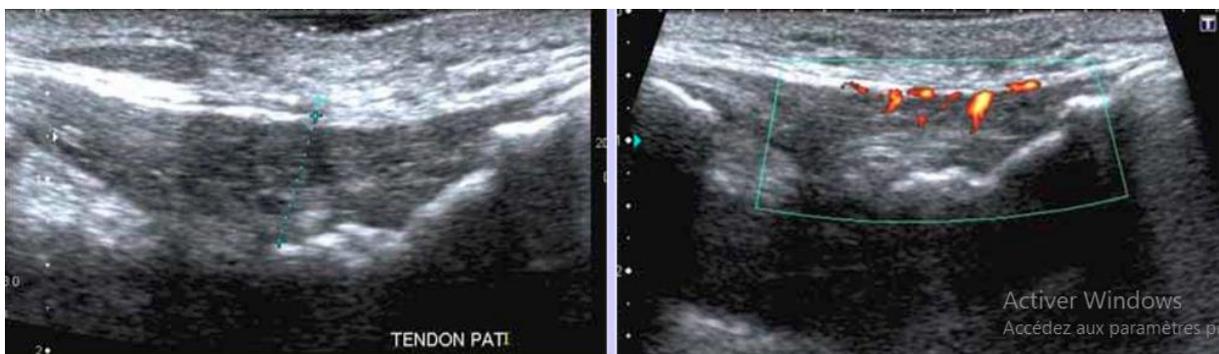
Coupes échographiques sagittales du tendon patellaire : tendinopathie traduisant par un épaississement du tendon d'écho structure hétérogène associé à une hyperhémie en doppler puissance.
